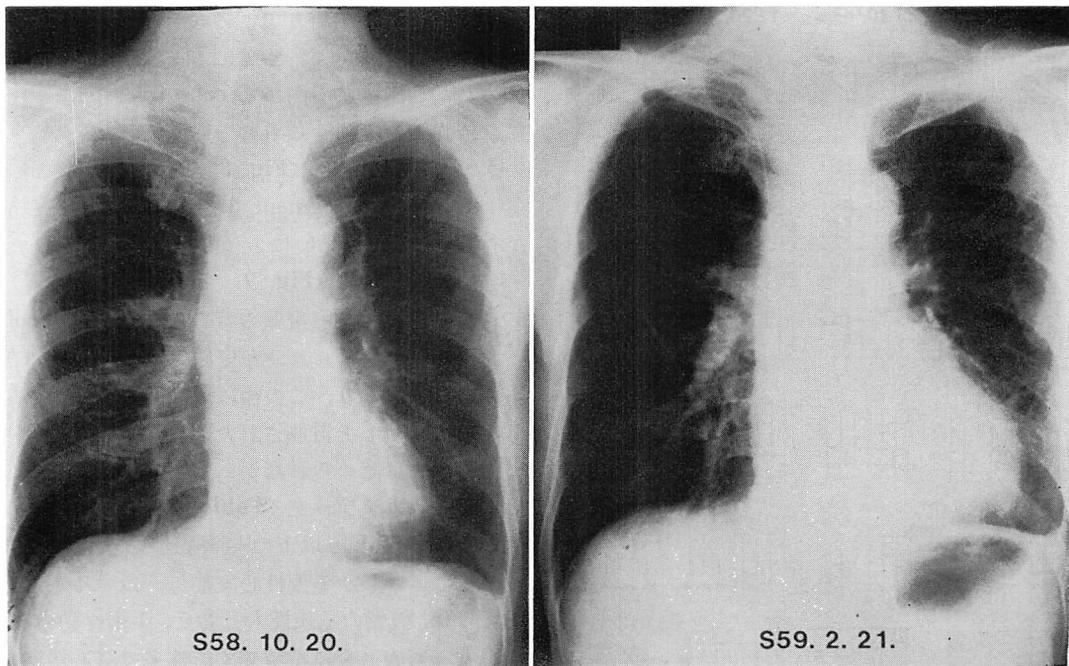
Chest roentgenograms.
